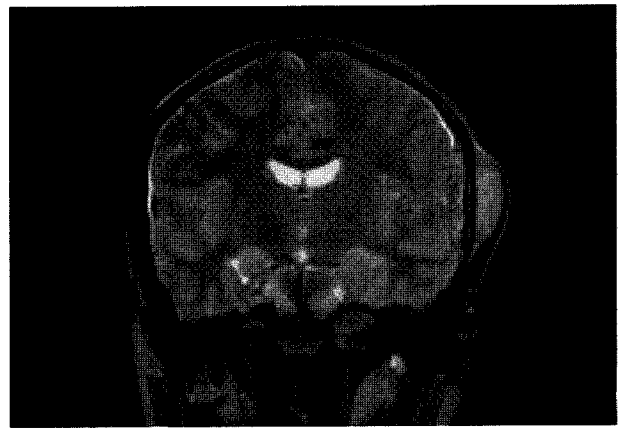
A; CT scan of the abdomen, showing a long segmental thickened lesion with calcification in the sigmoid colon. B; MRI of the brain, revealing a well-enhanced solid mass involving the subdural space and scalp of the left parietotemporal area. (Case 1)
